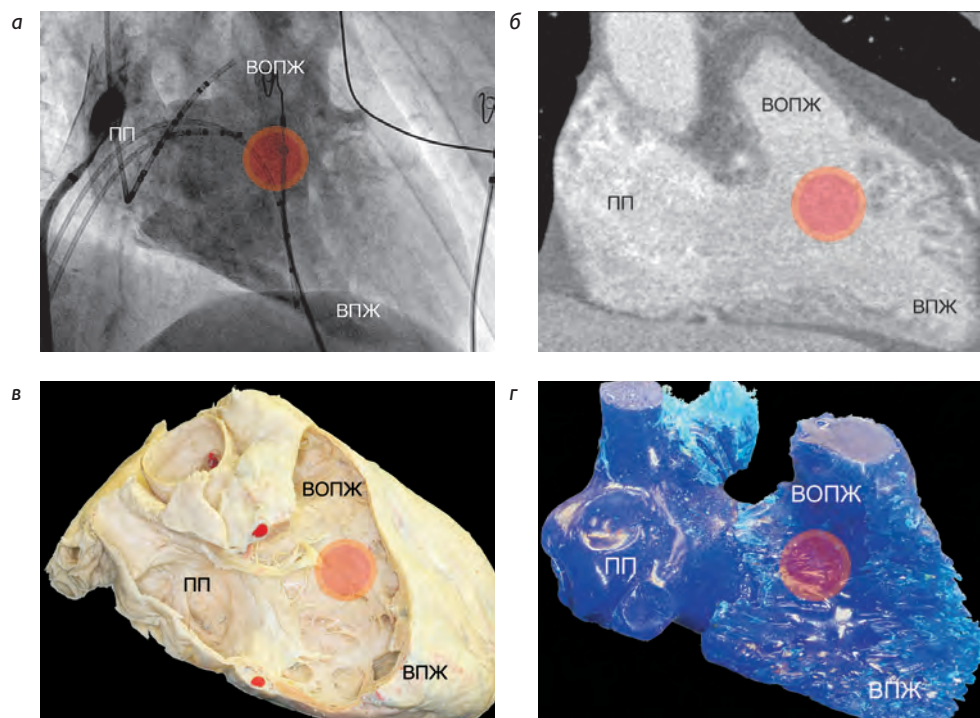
Область оптимального позиционирования электрода для желудочковой ЭКС (обозначена красным кругом), основанная на анатомических и электрофизиологических критериях: а – артрио- и вентрикулография ПП и ПЖ в правой косо́й проекции (РАО 30–40°); б – срез через ПП и ПЖ при компьютерной томографии сердца в правой косо́й проекции (РАО 30–40°); в – анатомический препарат сердца, расположенный в правой косо́й проекции (РАО 30–40°); г – силиконовый слепок эндокардиальной поверхности ПП и ПЖ, расположенный в правой косо́й проекции (РАО 30–40°).
